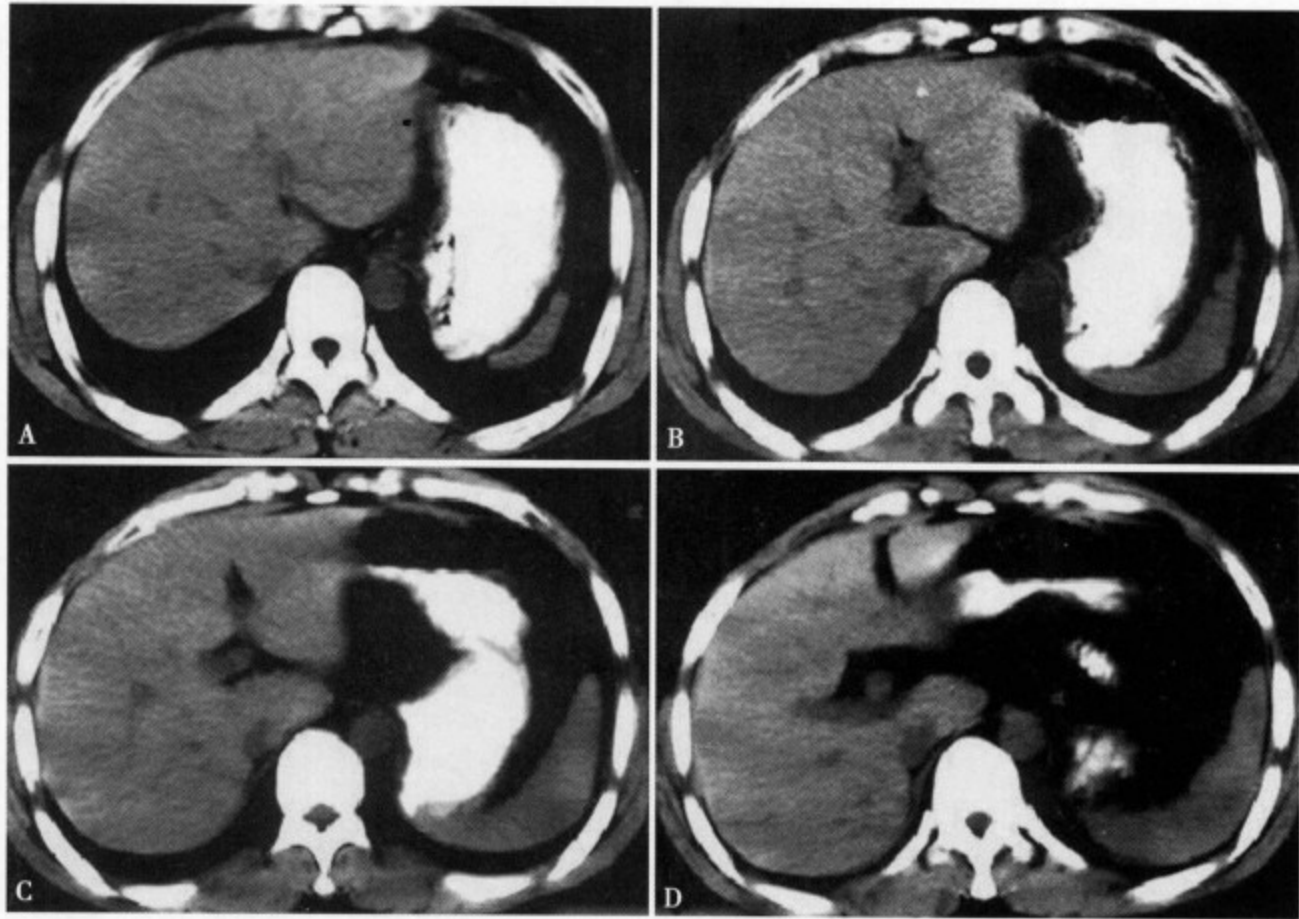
半月后 CT 平扫复查肝右叶大片楔状低密度区消失，肝实质密度均匀一致，CT 值 65 ~ 70Hu
